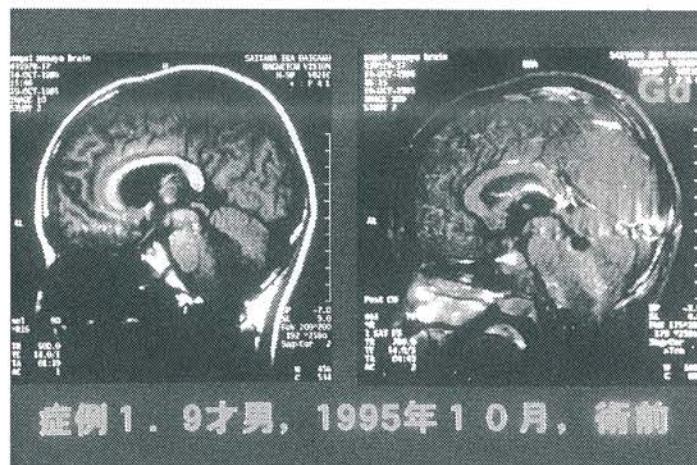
症例1の術前MRI 左、T1強調画像、右、T1強調画像のGd-DTPA造影
